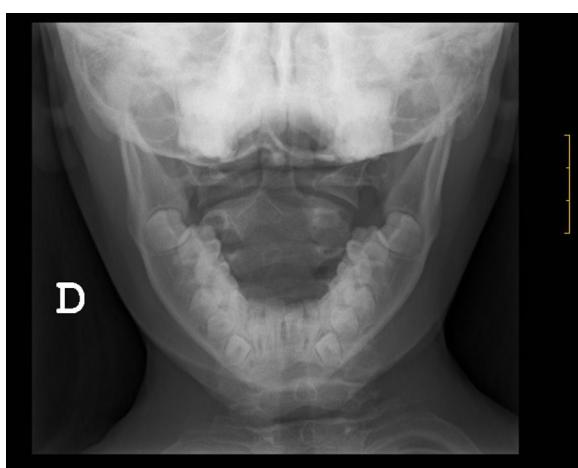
Radiografía simple de columna cervical transoral.
